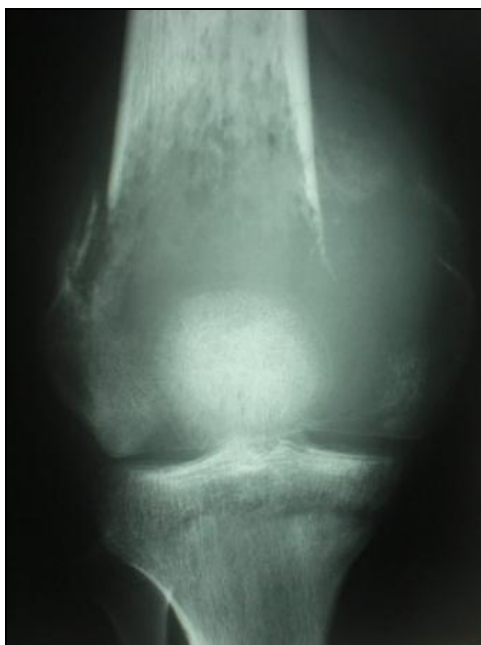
Radiografía AP de rodilla que muestra TCG en fémur distal en estadio III
